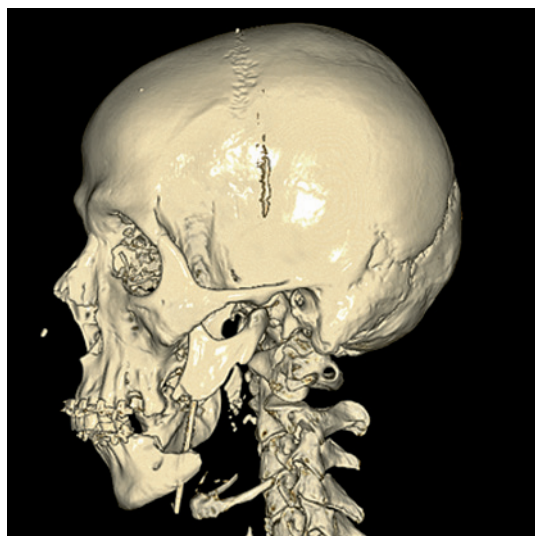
Пациент Е., 39 лет: 3D изображение многооскольчатого перелома тела, угла, ветви нижней челюсти слева со смещением отломков по данным КТ
